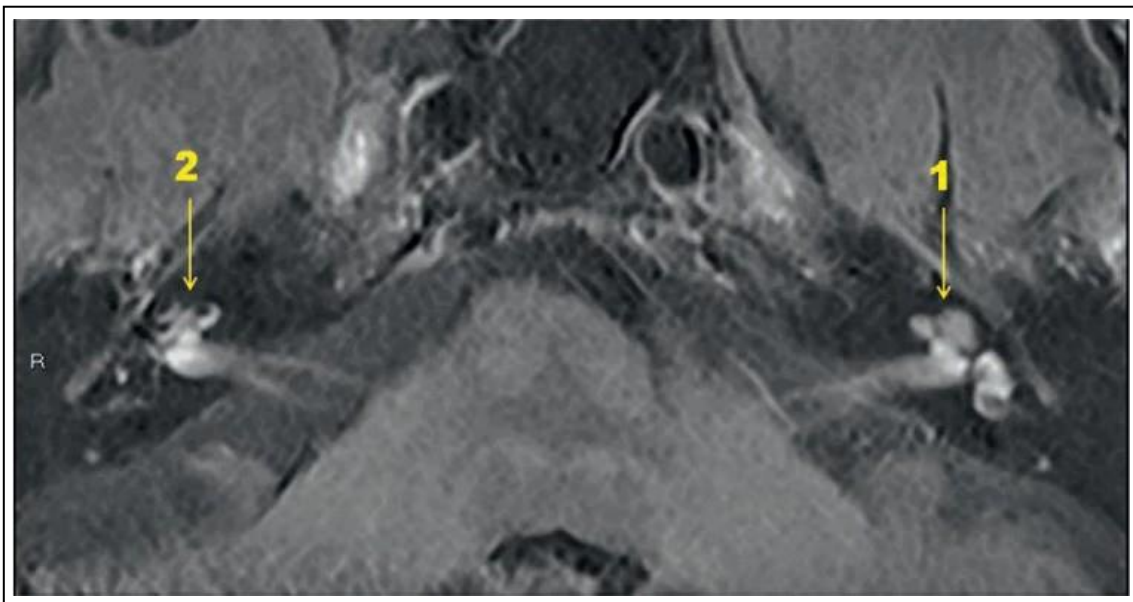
Darstellung eines endolymphatischen Hydrops mittels MRT
